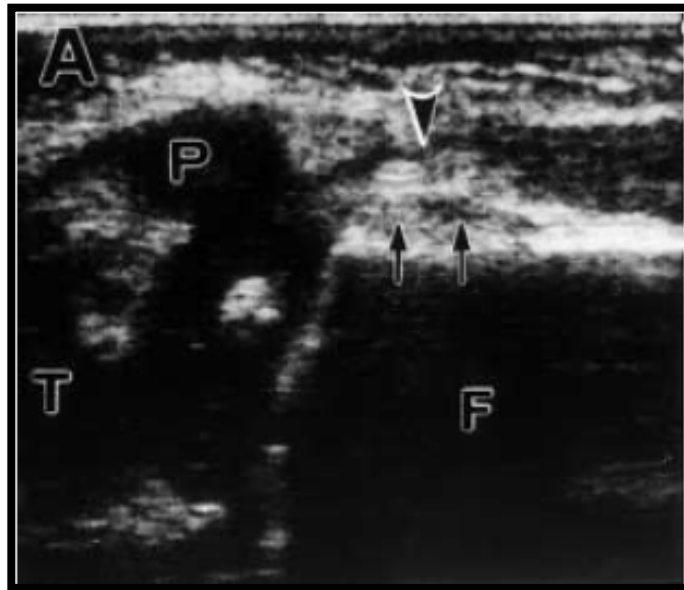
Image sonographique montrant une fibrose (grande flèche) ainsi qu'un comblement du cul de sac suprapatellaire (petite flèche) [27].
